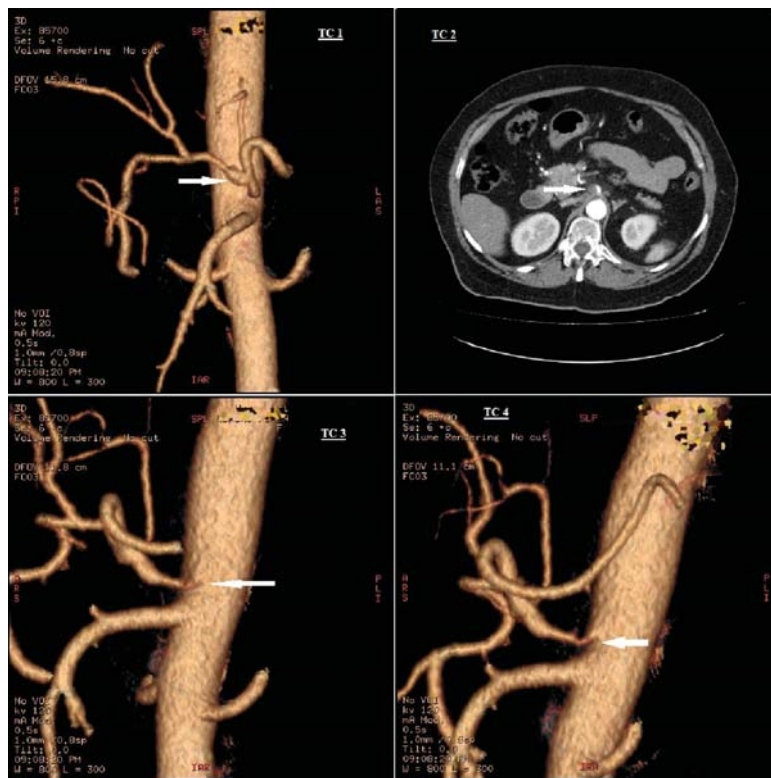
TC1: reconstrucción 3D de TC en la que se aprecia hematoma-disección del tronco celiaco con aneurisma sacular en el origen de la arteria hepática común (flecha); TC2: corte longitudinal de TC con paso filiforme de contraste en el origen del tronco celiaco e hiperdensidad de la grasa que lo rodea (flecha); TC3-4: reconstrucción 3d de TC en la que se objetiva disección del origen del tronco celiaco con paso filiforme del contraste (flecha).
